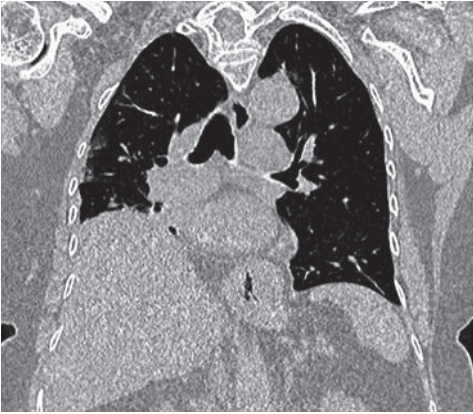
Computertomographie der Lunge; Verlauf innerhalb von 10 Tagen bei einer schweren COVID-19-Pneumonie mit akutem Lungenversagen (ARDS, rechts) und tödlichem Ausgang bei einer Mitte 50-jährigen Patientin.
